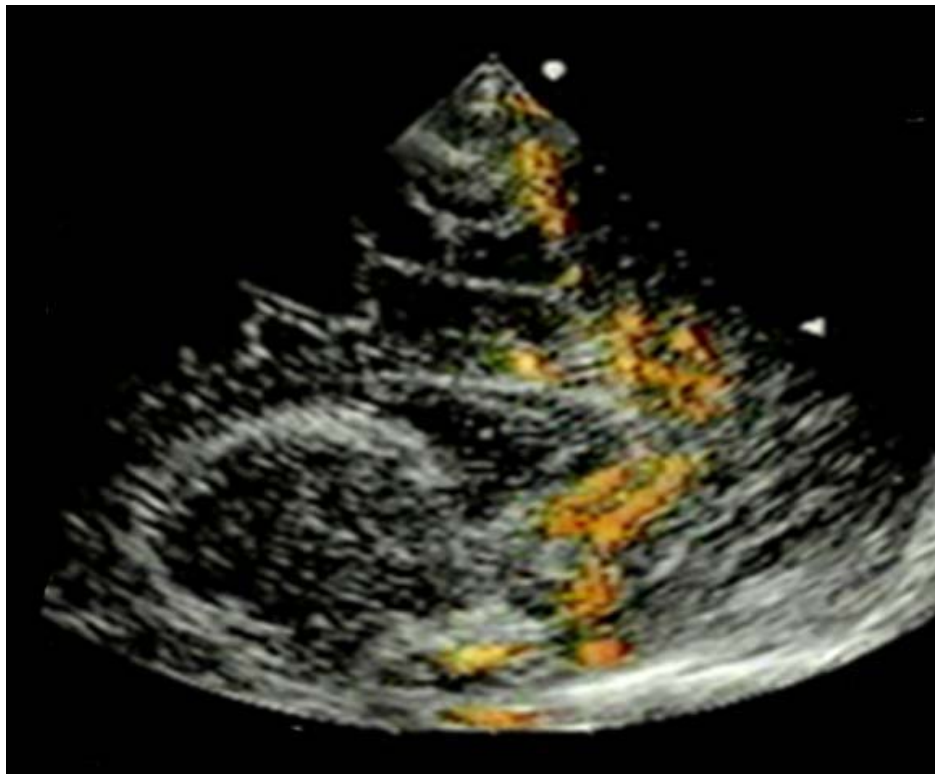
Imagen ecográfica bidimensional transversal. La ecografía doppler codificada a color muestra la dilatación y tortuosidad de la arteria cerebral anterior derecha. Foto del autor.
